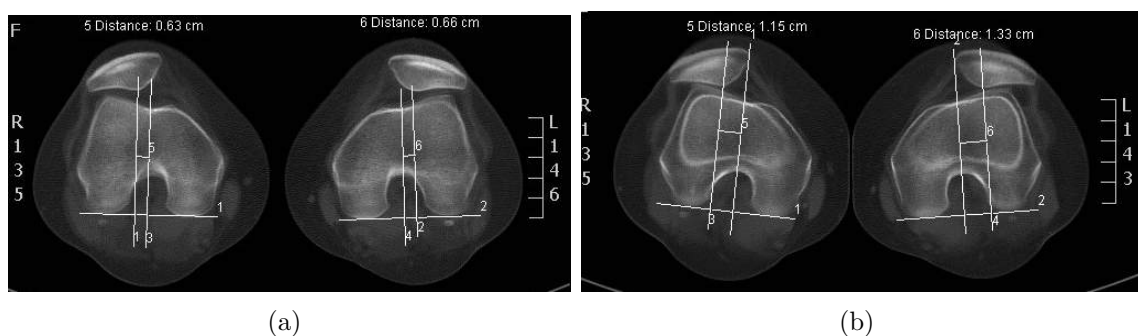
Imagem TC da medição da distância de subluxação da rótula: (a) Tilt com o membro em extensão, sem contração; (b) Tilt com o membro em extensão, com contração.
